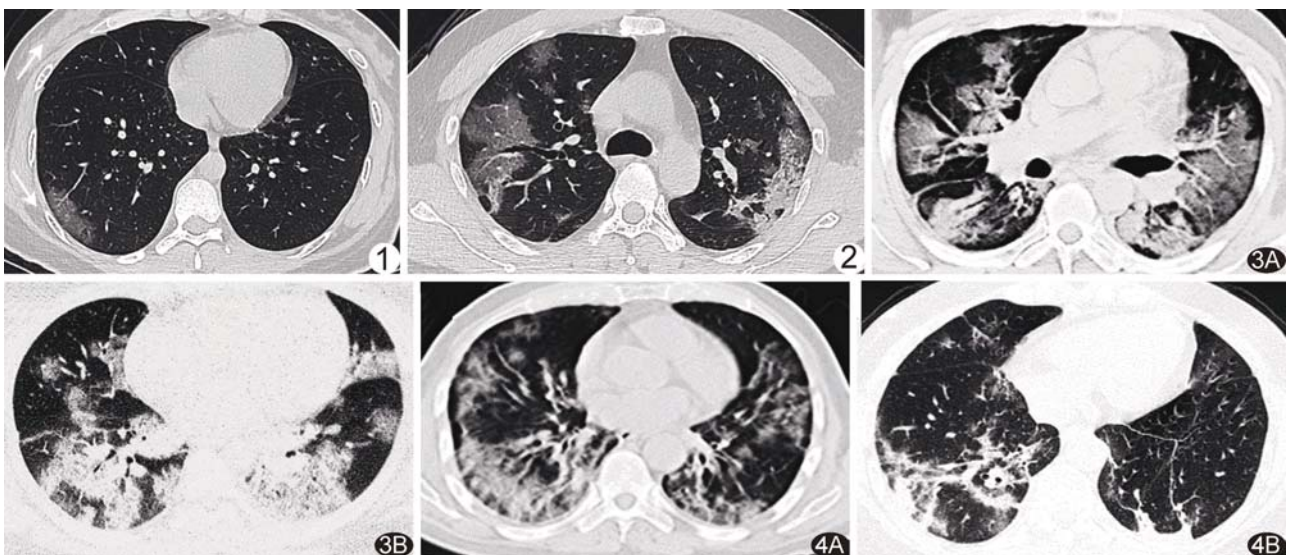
COVID-19 早期肺部 CT 表现 右肺下叶外基底段 GGO 病灶 图 2 COVID-19 进展期肺 CT 表现 双肺上叶见多发大片 GGO 病灶,部分伴有实变 图 3 COVID-19 重症期/危重症期肺部 CT 表现 A. 双肺弥漫分布实变病灶; B. 双肺多发实变病灶,呈“白肺” 图 4 COVID-19 转归期肺部 CT 表现 A. 两肺病变较前吸收; B. 残存少量纤维条索状,以右肺稍著
